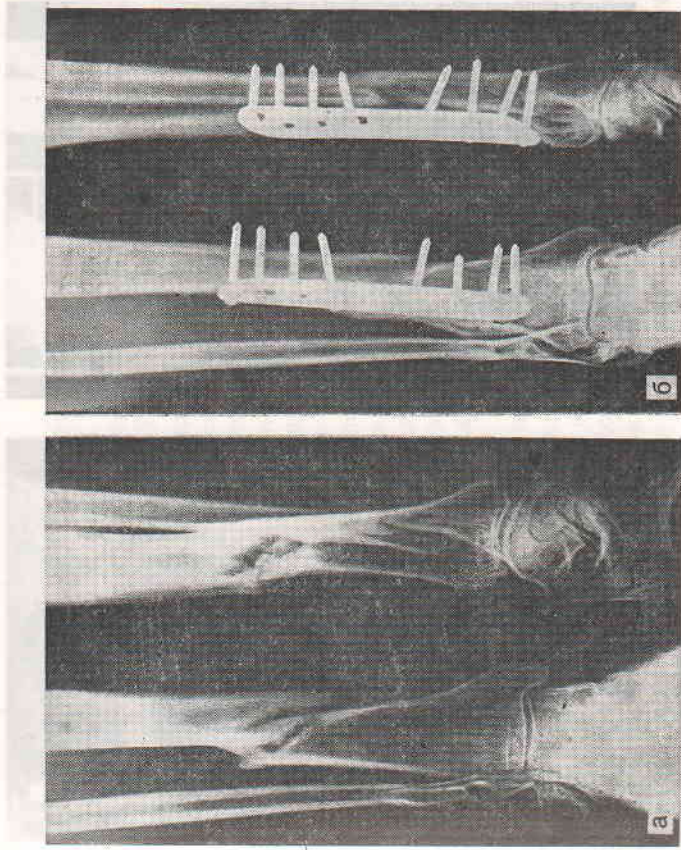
Рентгенограммы больного О. при поступлении (а) и через 2,5 мес (б) после остеосинтеза и ЭСО.
